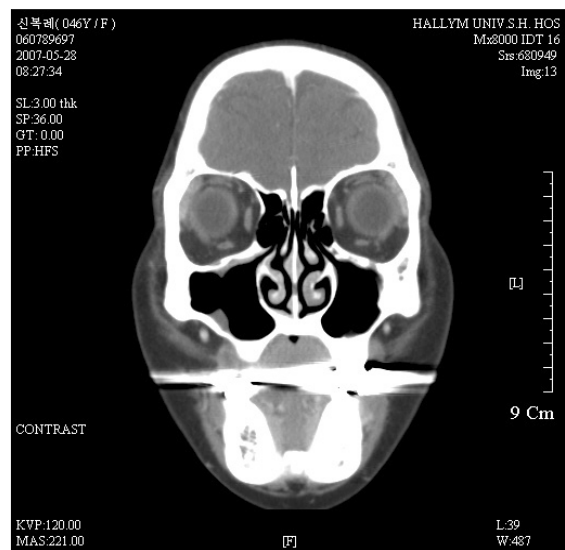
4 months postoperative CT coronal view showed clearness in right maxillary sinus (case 2).
